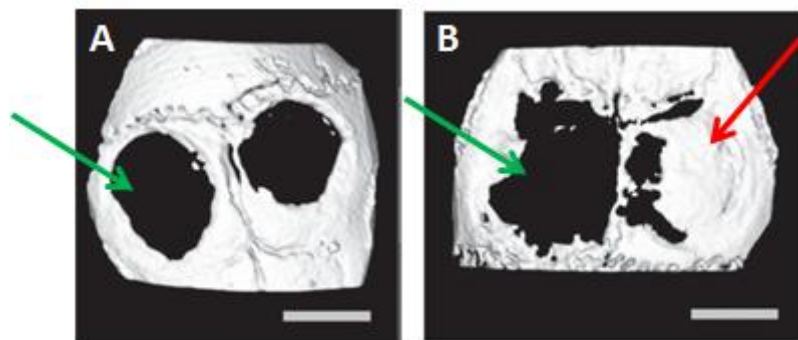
Analyse de la reconstruction osseuse au sein de lésions crâniennes chez la souris par microtomographie aux rayons X A) 1 semaine et B) 1 mois après impression laser d'hydroxyapatite nanocristalline. Les flèches vertes représentent la lésion contrôle, la flèche rouge représente la lésion comblée, un mois après impression laser de nHA. La barre d'échelle représente 3 mm [Keriquel et al., 2010]
